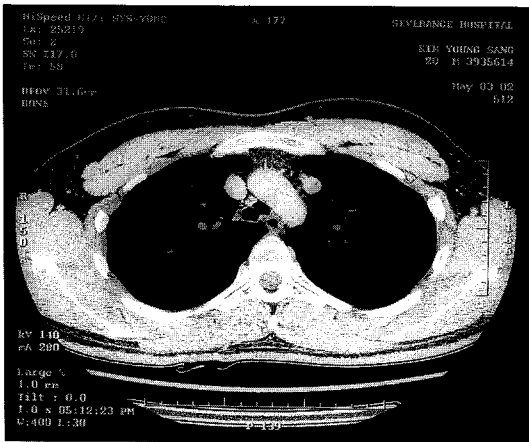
Chest CT scan disclosing a bilateral superior vena cava without a bridging vein.
